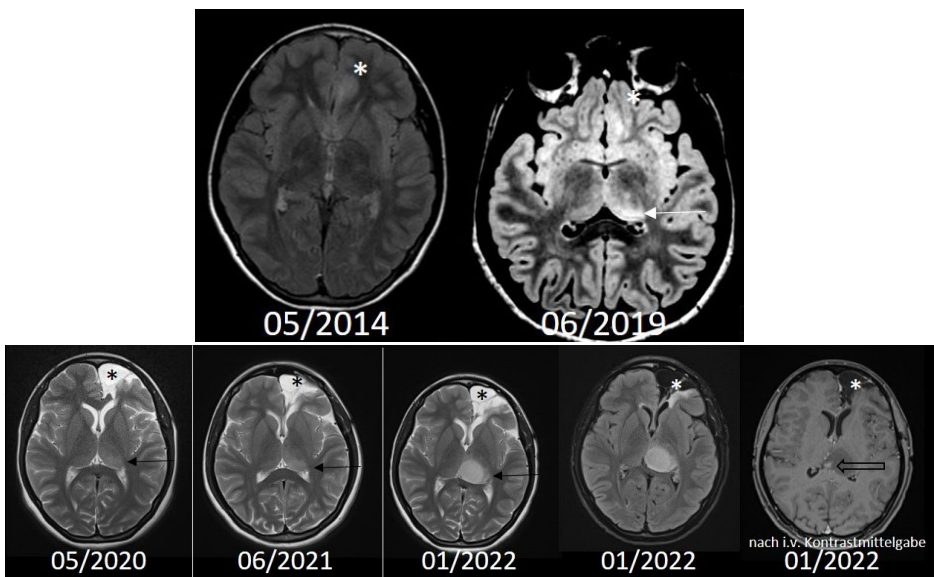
Axiale MRT im Verlauf vor der Resektion \* = v.a. FCD links frontal, Pfeil neue unklare Signalanhebung im Thalamus
